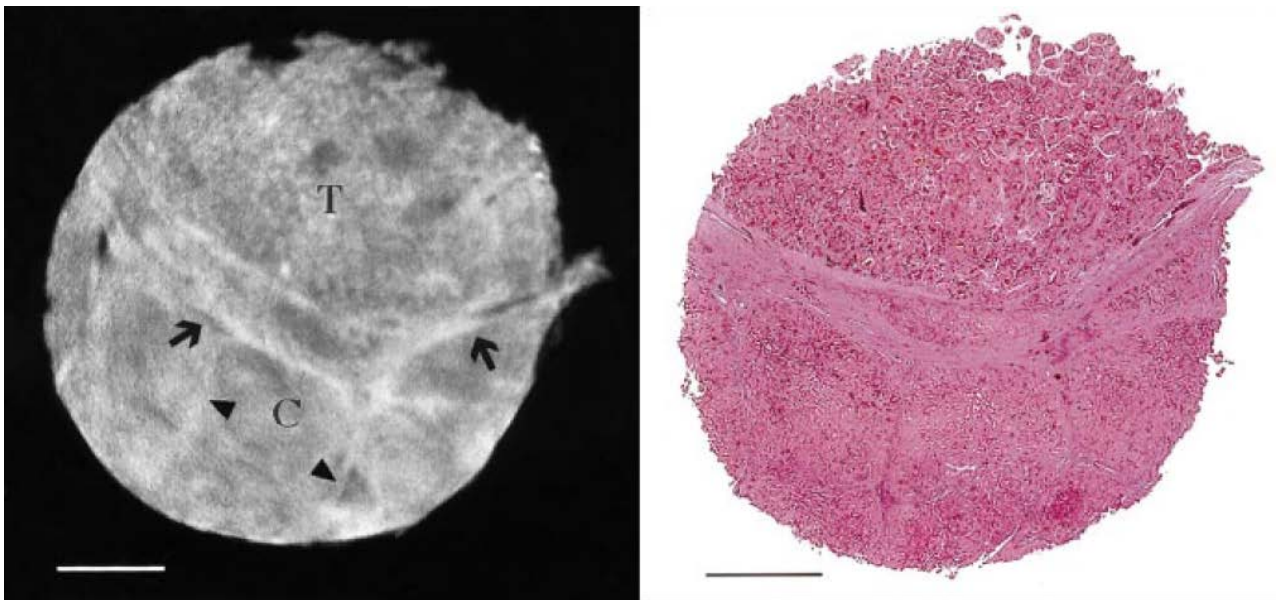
Фазо-контрастная КТ-томография гепатоцеллюлярной карциномы:
